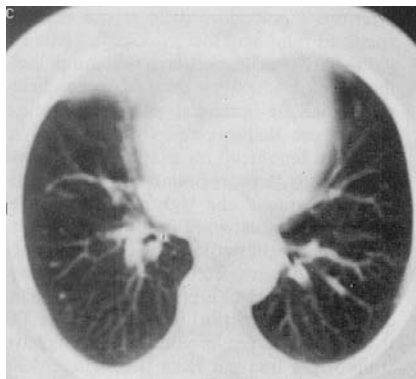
Imagine toracică computer tomografică
